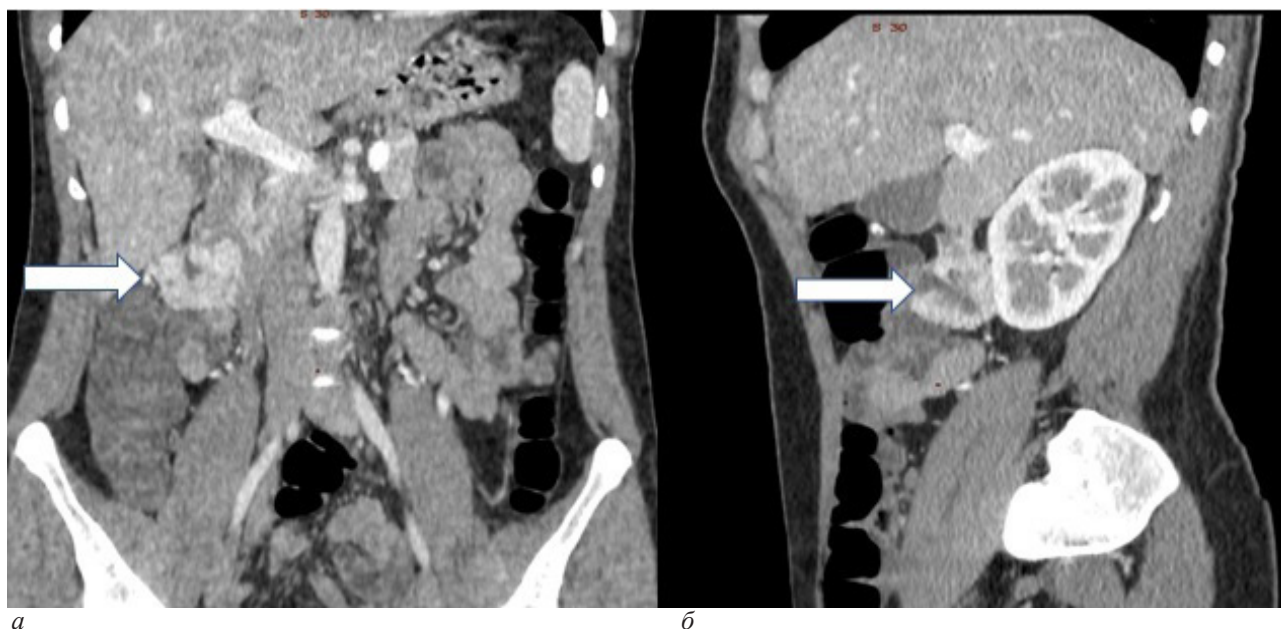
Компьютерная томография органов брюшной полости: а – фронтальный срез, стрелкой указано образование; б – сагиттальный срез, стрелкой указано образование
